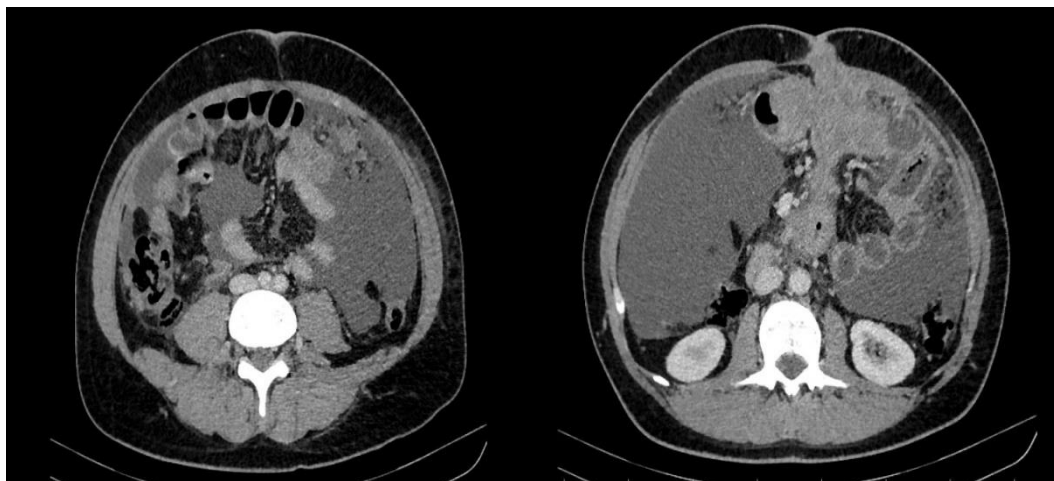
Recidivă tumorală locală cu invazia omentului, peretelui abdominal și cu carcinomatoză peritoneală (imagine CT)
